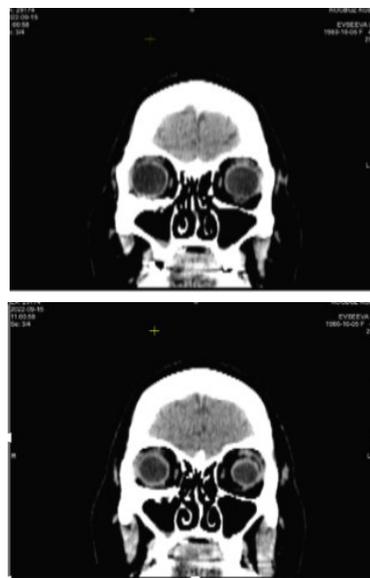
Компьютерная томография орбит до операции. Клинический пример 2
